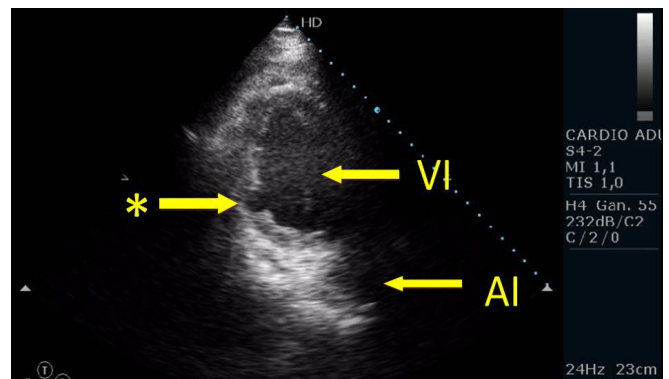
Ecocardiograma transtorácico: plano apical de dos cámaras modificado para visualizar una imagen redondeada con cuello estrecho, compatible con un pseudoaneurisma ventricular (*); se aprecia discontinuidad del borde endocárdico en ese punto; VI: ventrículo izquierdo; AI: aurícula izquierda.
